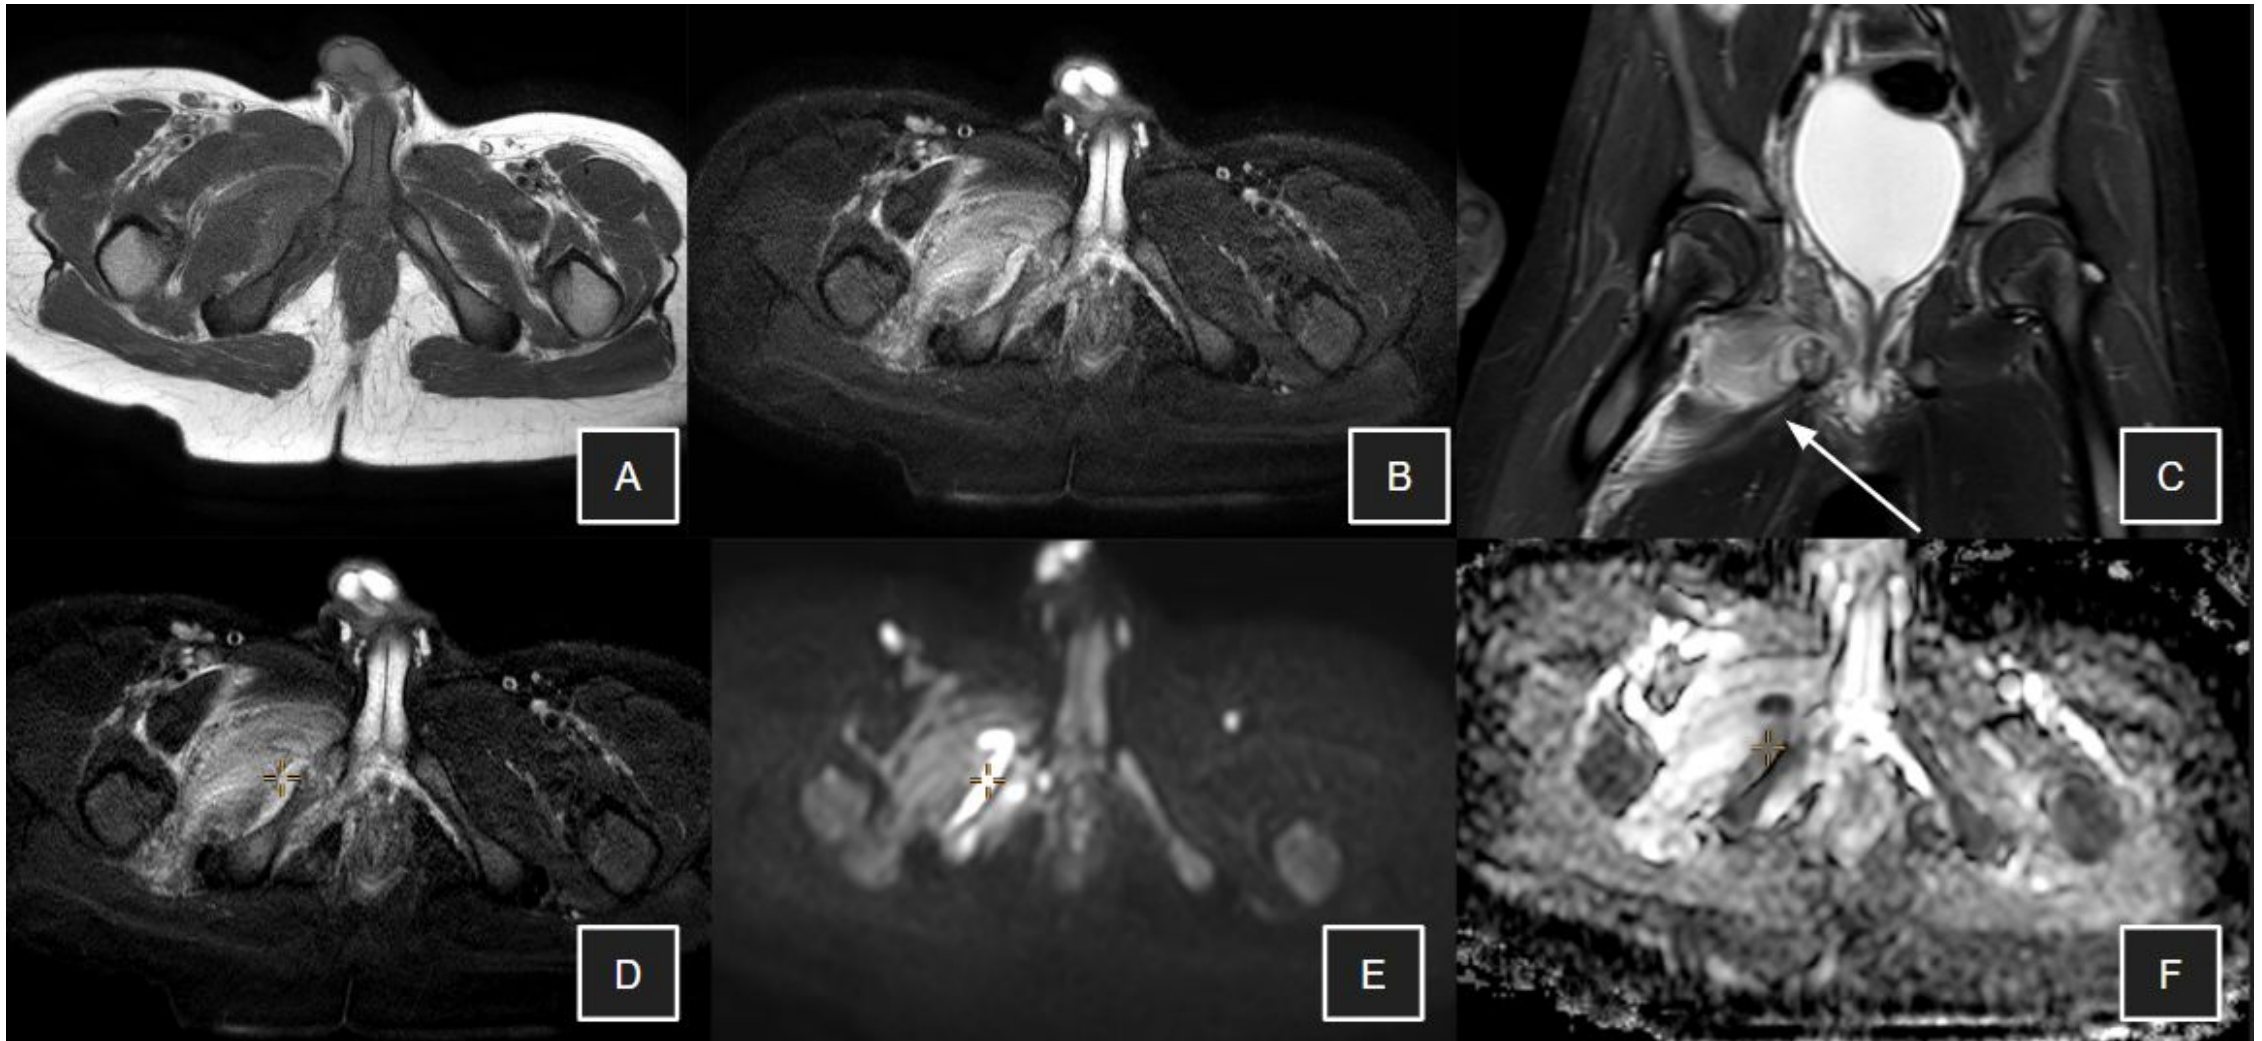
Paciente de 8 años remitido desde Traumatología por dolor inguinal–aductor derecho de 24 horas de evolución, de carácter progresivo, sin antecedente traumático, que requiere analgesia y altera el descanso nocturno. La RM muestra osteomielitis en la sincondrosis de la rama isquiopúbica derecha. Se identifica absceso subperióstico (marcado con cruz naranja en D, E y F) con discreta extensión entre las fibras del músculo aductor mayor. Asimismo, se observa extensa miositis contigua que afecta a la musculatura aductora adyacente (pectíneo, aductor mayor, obturador externo, obturador interno y aductor corto) (flecha en C). A: T1-FSE axial; B: DIXON IP axial tras gadolinio; C: STIR coronal; D: STIR axial; E: DWI; F: mapa ADC.
